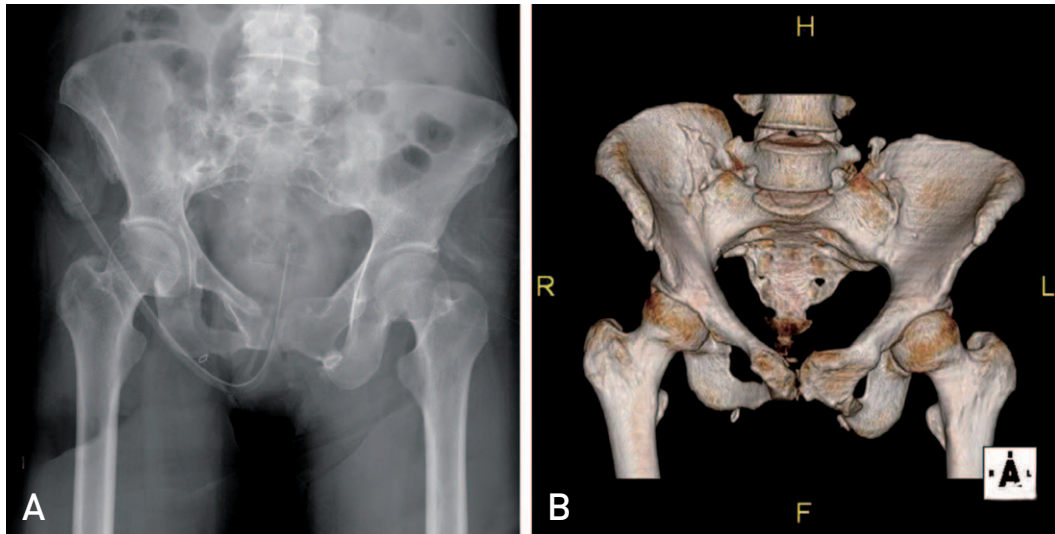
(A) After 6 years of operation. Plain radiograph, (B) coronal image, (C) and axial image of computed tomography scan (D) show the superior migration of right ilium and the formation of bony bridge at left inferior ramus. Consequently, vaginal wall compressed by the protruded bony bridge is seen in axial image of T2 weighted magnetic resonance imaging.
